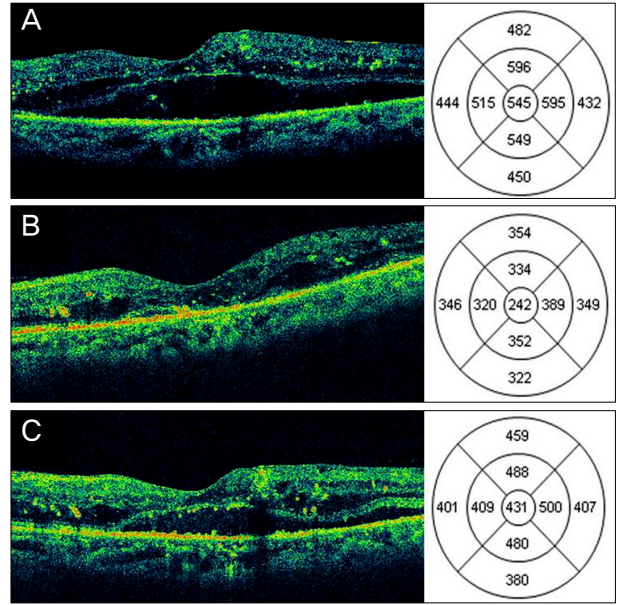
Changes in central macular thickness (CMT) and best-corrected visual acuity (BCVA) of eyes with diabetic macular edema (DME) after posterior sub-Tenon triamcinolone acetonide (TA) 40 mg (1 ml) injection. (A, B, C) Horizontal optical coherence tomography (OCT) scan of a 67-year-old patient with recurrent DME despite 3 repeated intravitreal bevacizumab (IVB) injections. (A) At baseline, OCT showed cystoid macular edema with intraretinal cystoid spaces with 735  $\mu$ m of CMT and BCVA was 20/200. (B) Three months after TA injection, OCT showed complete resolution of intraretinal cystoid spaces with 244  $\mu$ m of CMT and BCVA improved to 20/50. (C) Six months after TA injection, CMT increased to 560  $\mu$ m and BCVA decreased to 20/100.
